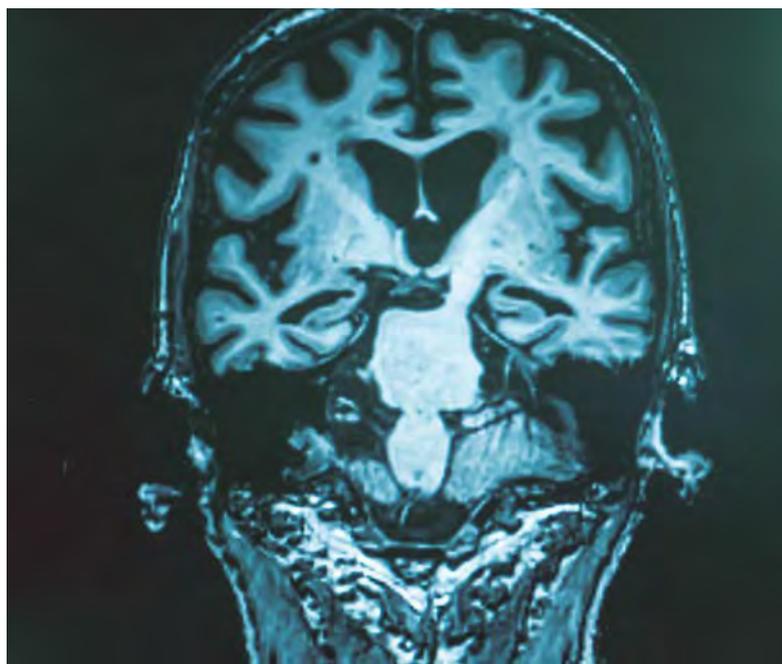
Resonancia magnética. Enfermedad de Alzheimer avanzada.
